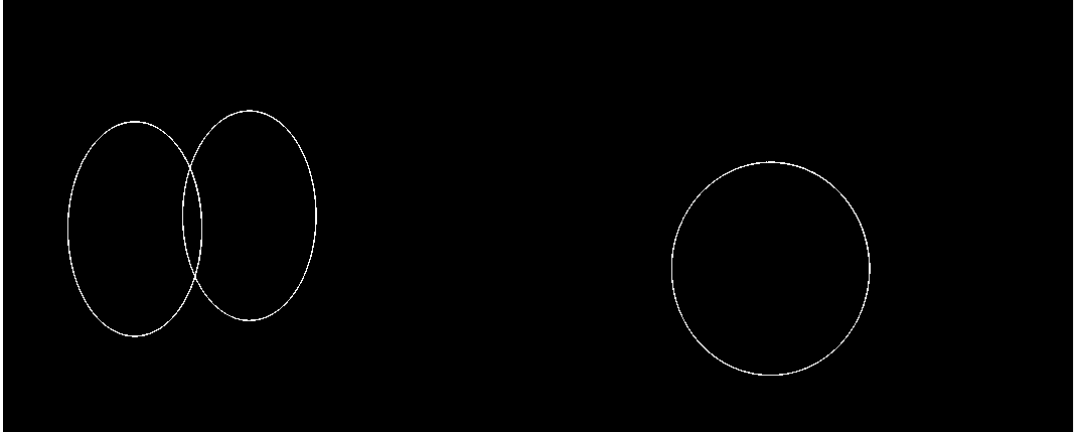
Tek renk ile konturlanan radyografiden bir kesit
